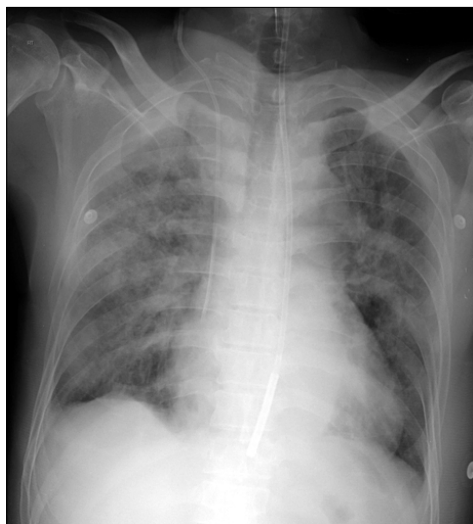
Chest X-ray of acute respiratory distress syndrome. It shows bilateral infiltration with acute onset.
